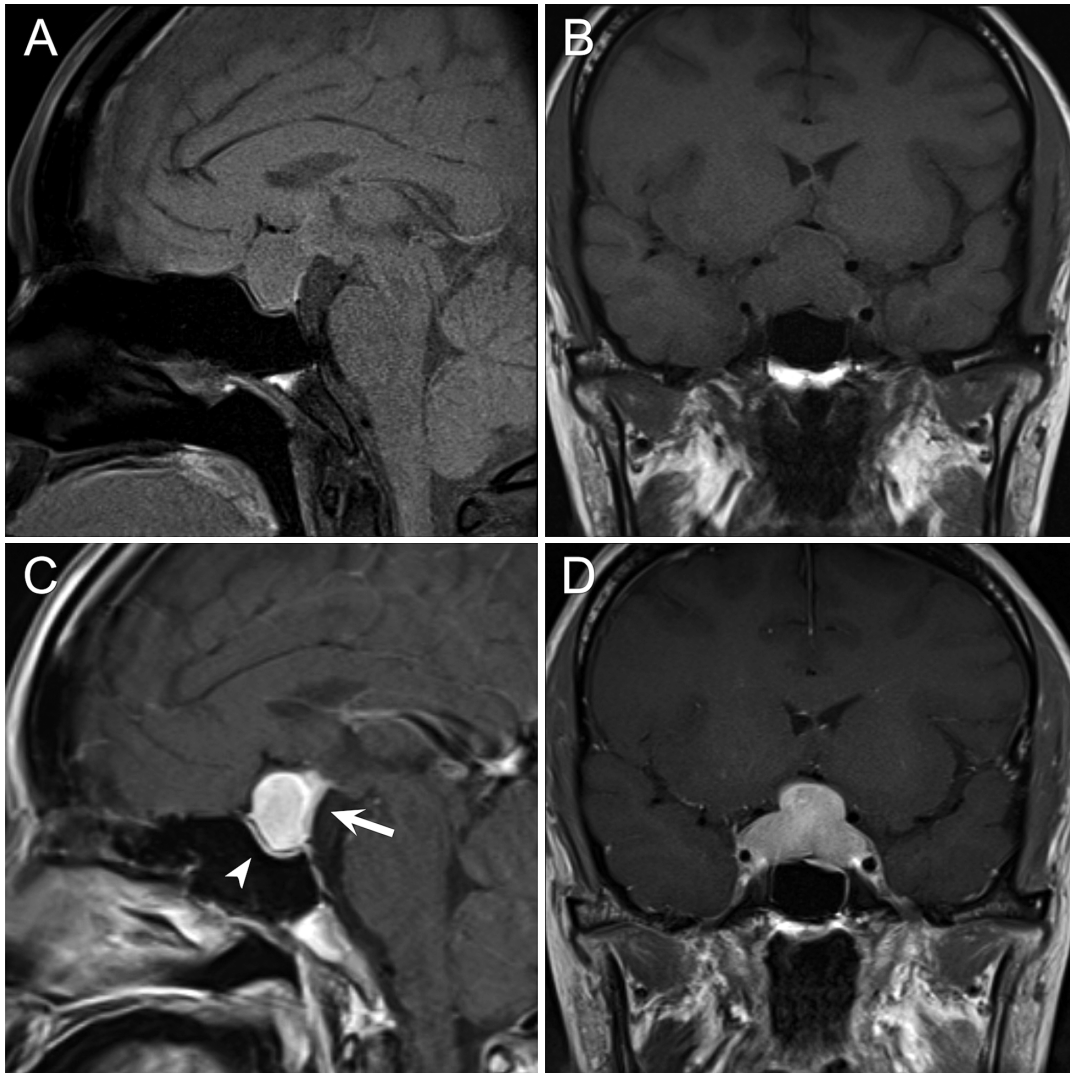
術前頭部MRI, T1 weighted imaging (WI) 矢状断 (A), T1WI 冠状断 (B), ガドリニウム造影 T1WI 矢状断 (C) と冠状断 (D)
